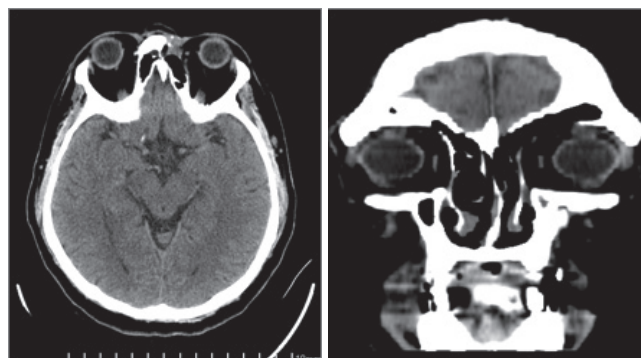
МСКТ больного Р. после лечения
